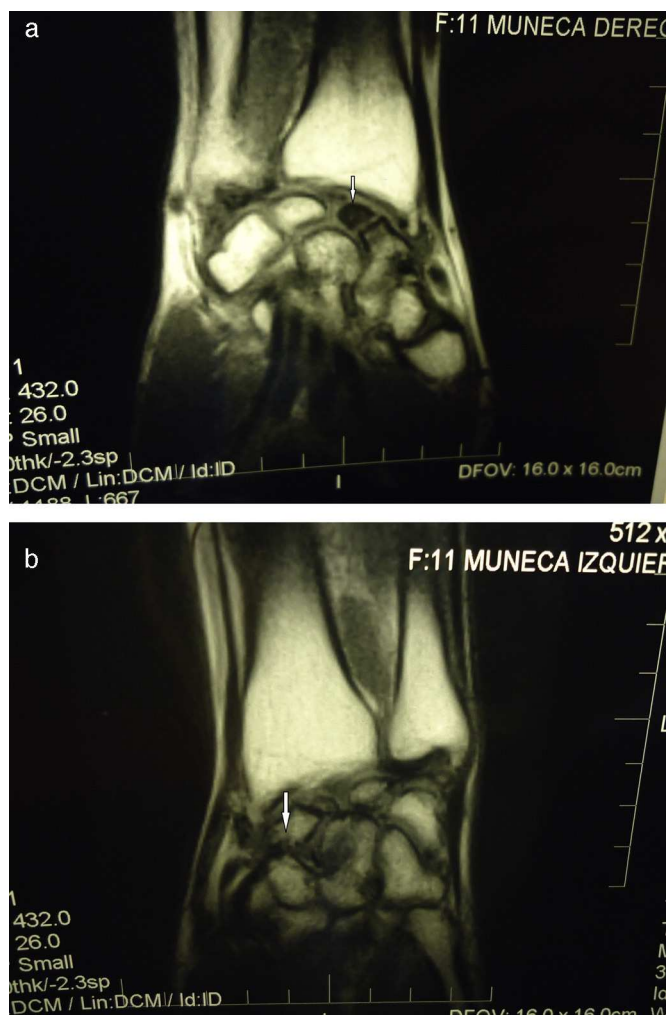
A) RM imagen coronal T1WI (TR 432, TE 26). Fractura del escafoides derecho con necrosis del fragmento proximal, marcadamente hipointenso (flecha), con cambios degenerativos crónicos por inestabilidad. B) RM imagen coronal T1WI (TR 432, TE 26). Fractura del escafoides izquierdo, sin consolidación ni cambios en el patrón de señal del fragmento proximal, con cambios degenerativos crónicos por inestabilidad (flecha).
